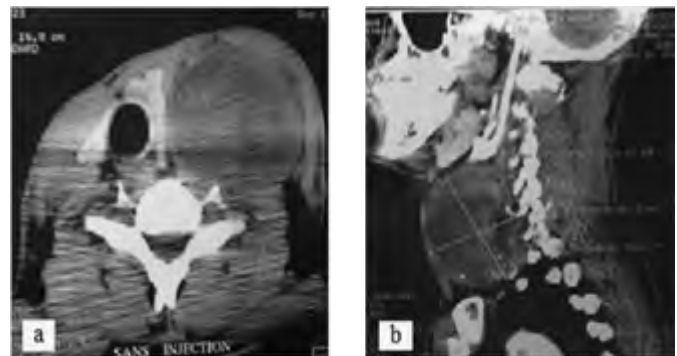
TDM du cou en coupe axiale (1a) et sagittale (1b), volumineuse masse tissulaire hétérogène des parties molles latéro-cervicales
